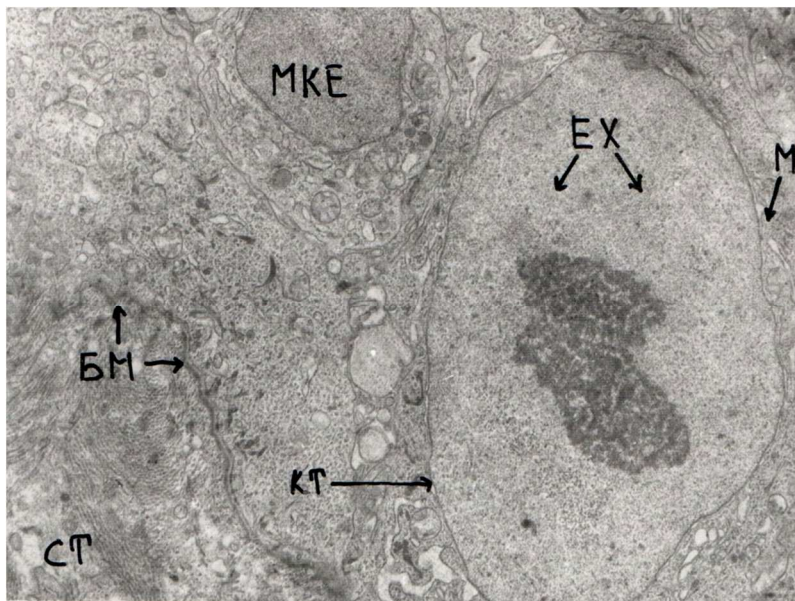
Ділянка слизової оболонки ясен (базальний шар) після проведеного лікування. Зб. Х4000. БМ-базальна мембрана, КТ-каріотека, ЕХ-еухроматин, М-мітохондрія, МКЕ-малодиференційована клітина епітелію, СТ-сполучна тканина.
